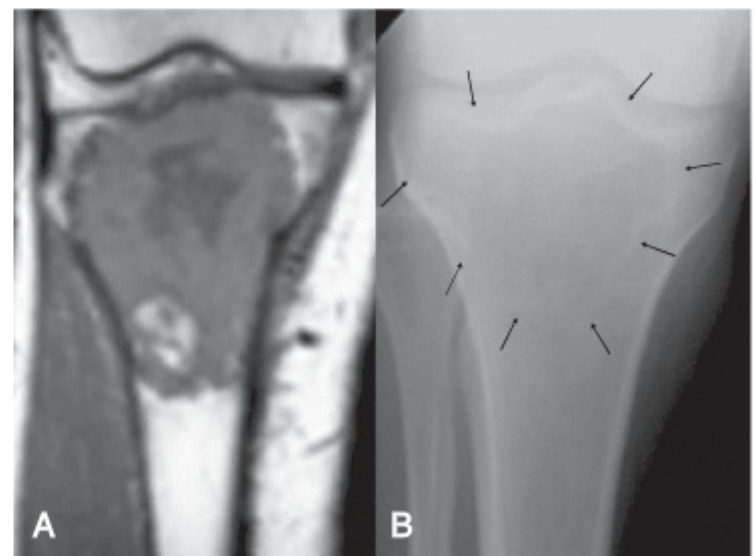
A e B, Tumor de células gigantes do osso, envolvendo a tíbia proximal, visualizado na RM (A) e indicado por setas na radiografia (B).
